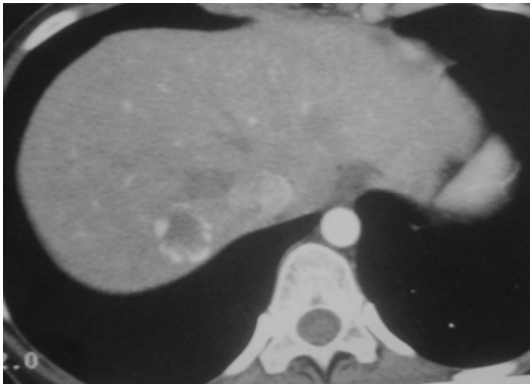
Hemangioma , TC en fase arterial
